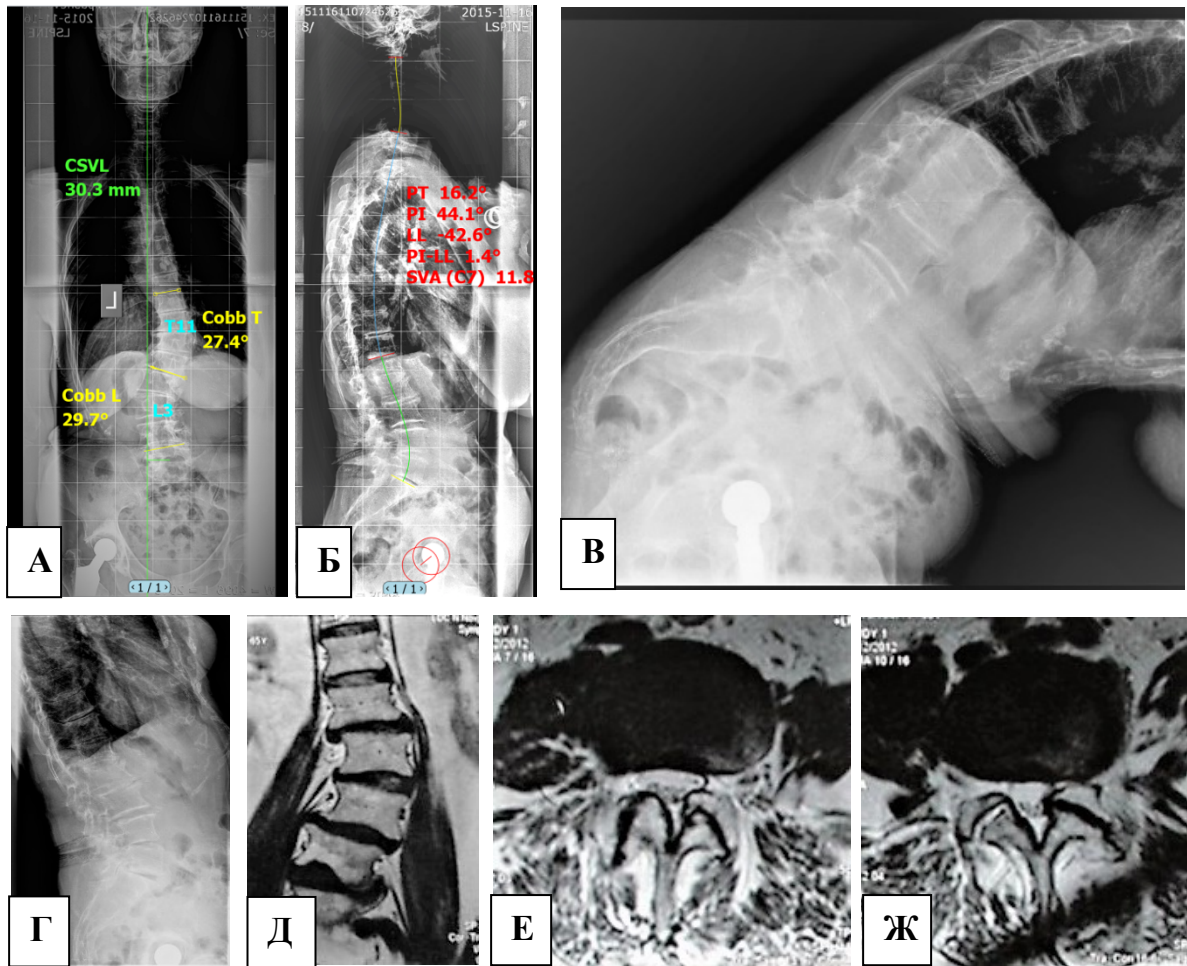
Пациентка Е., 75 лет (III КММ поясничного стеноза): телерентгенограммы до операции в прямой (А) и боковой (Б) проекциях. Функциональная рентгенография поясничного отдела до операции в положении сгибания (В) и разгибания (Г). МРТ поясничного отдела позвоночника до операции – фронтальный (Ж) и аксиальные сканы на уровне дисков L2–L3–L4 (Е, Ж)
